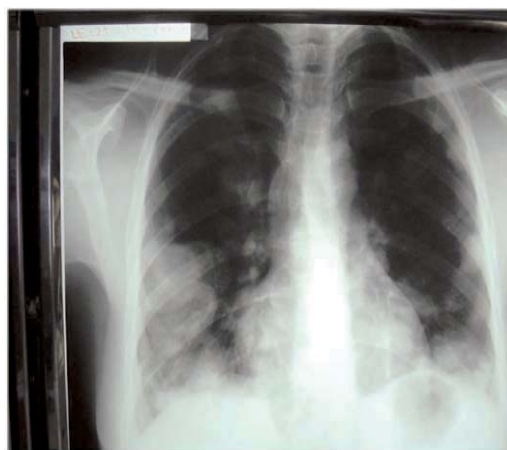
Radiografia cutiei toracice – Coriocarcinom cu metastaze pulmonare
